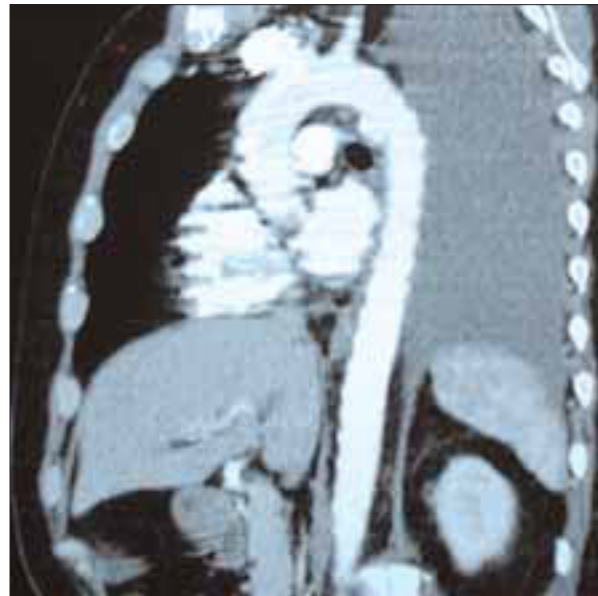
Angio-TAC toracoabdominal. Reconstrucción vascular que muestra la aorta desde su origen hasta la porción renal. Se aprecia falso aneurisma posterior infrasubclavio. Posibilidad de medir diámetros transversales.
